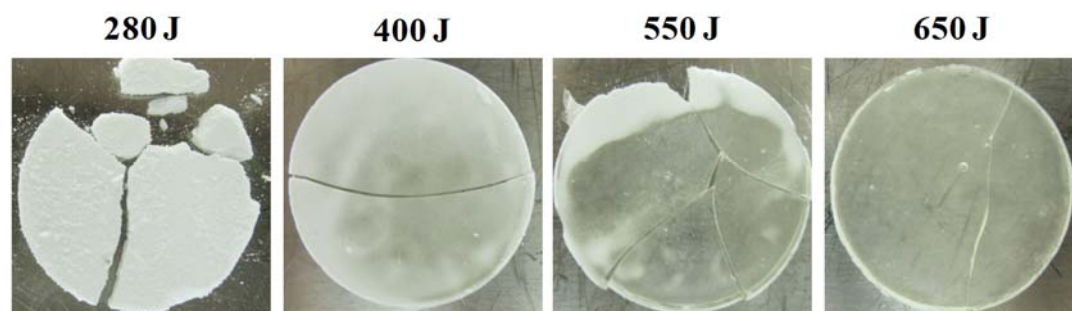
Appearances of PVPVA ultrasound compacted by 280, 400, 550 and 650 J, respectively.
